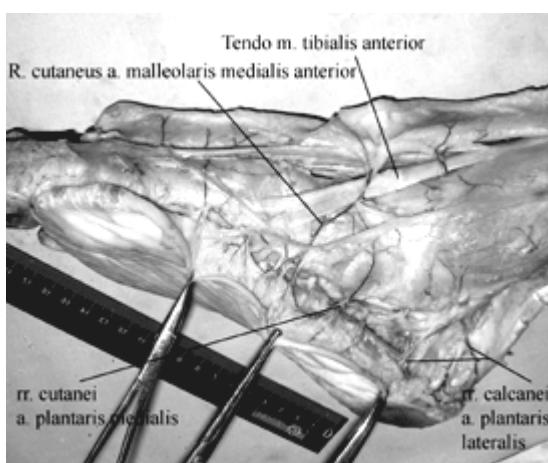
Кровоснабжение покровов внутреннего края стопы из сосудистой системы тыла. Артериальное русло инъецировано застывающей рентгеноконтрастной массой на основе синтетического латекса.
